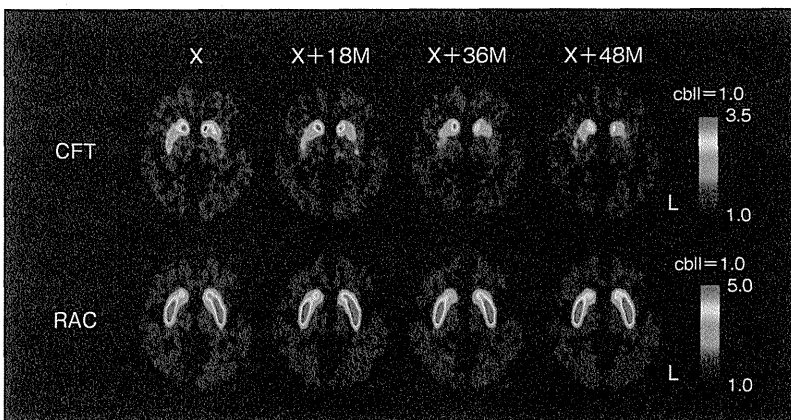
パーキンソン病の進行とPETによるドパミン機能画像の変化
